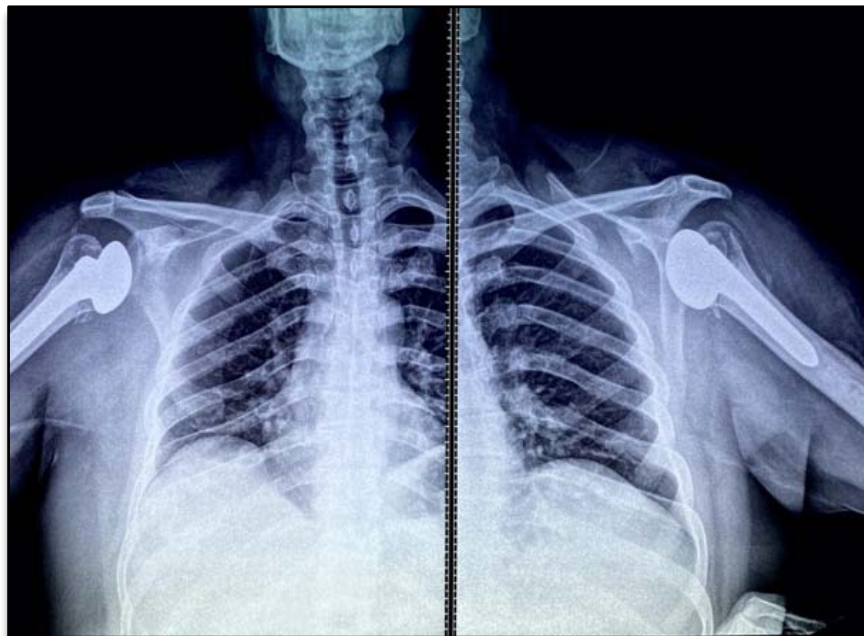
Radiographie de face de l'épaule de contrôle après mise en place d'une prothèse céphalique pour fracture a 4 fragments du col de l'humérus.
